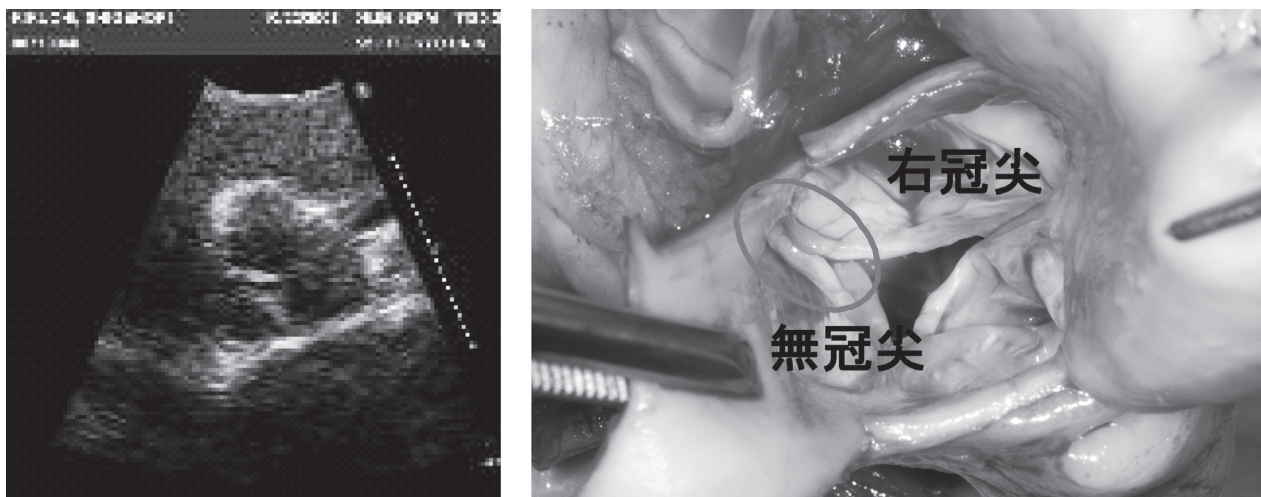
右冠尖と無冠尖の癒合(心エコー[左], 移植時の肉眼的所見[右]).
